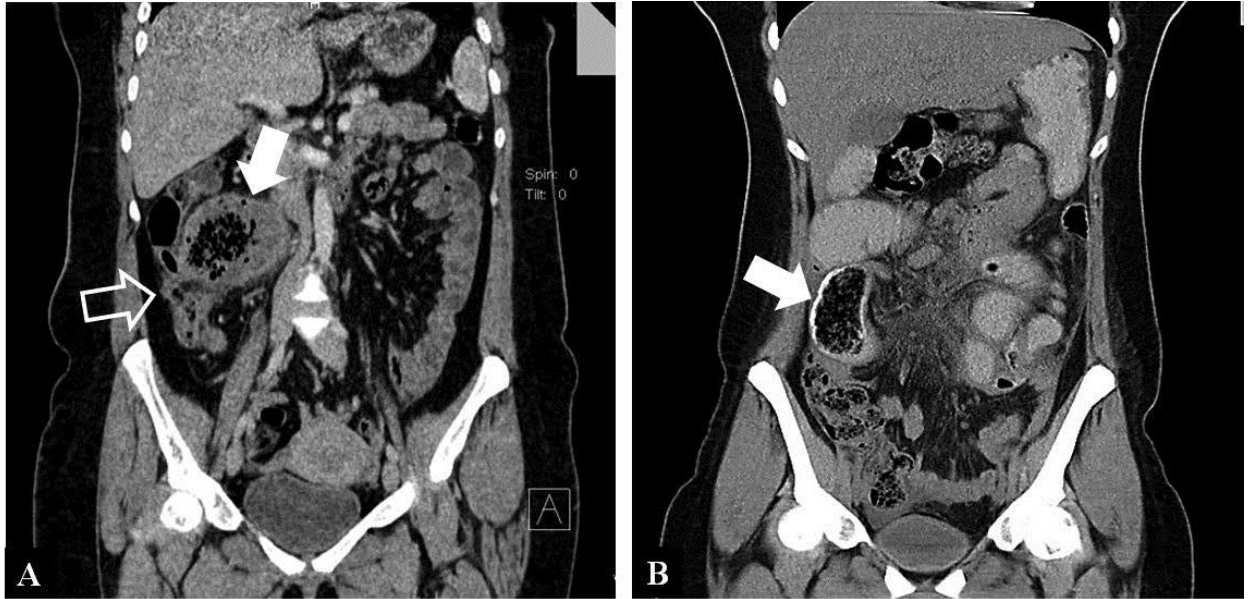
Tipuri acut și cronic ai textilomului abdominal la CT
